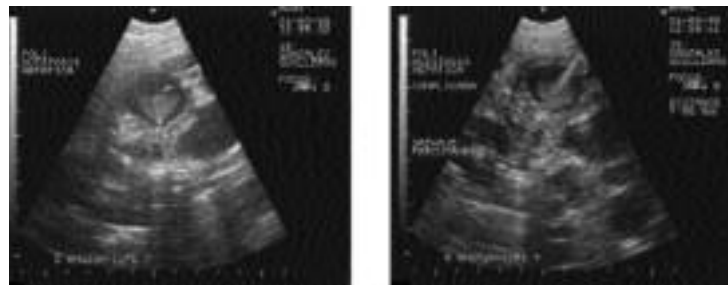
A la izquierda Ecografía que muestra quiste hepático simple, notese el contenido heterogéneo. A la derecha drenaje percutáneo guiado por ecografía.
